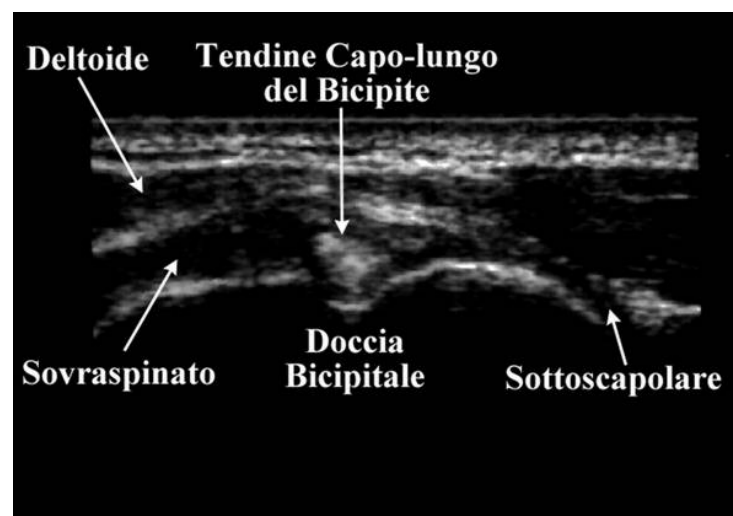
Ecografia muscolo-tendinea
